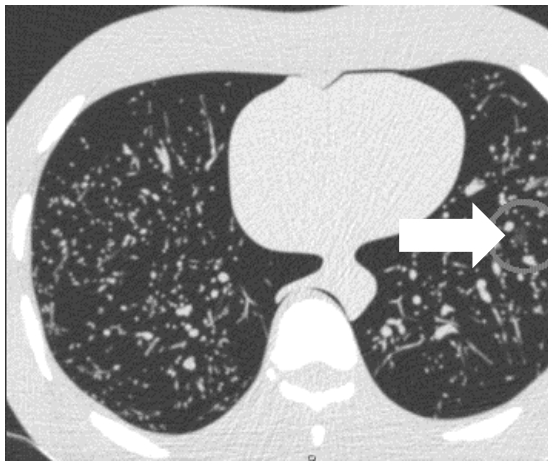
Очаги по типу «матового стекла», изготовленные из комбинации ПВА/медицинский бинт: а – внешний вид очагов до помещения в фантом; б, в – КТ-изображения очагов по типу «матового стекла» в фантоме
